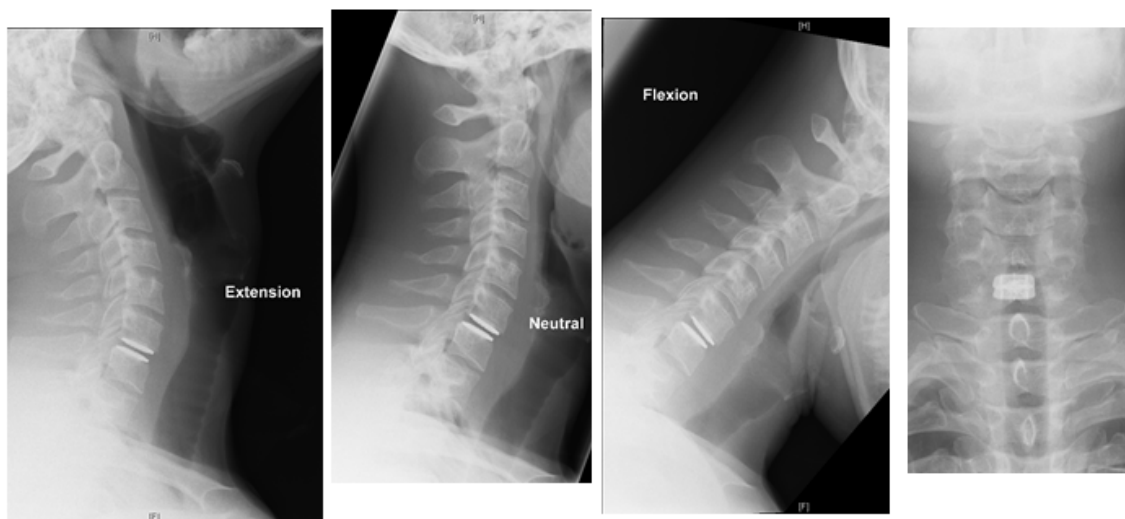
Radiografias com incidência de perfil em extensão, neutro e flexão e incidência ântero-posterior, mostrando a substituição realizada com prótese discal. Imagem reproduzida de <http://www.spinesurgerylondon.com/patient-information/treatments/cervical-spine-surgery/m6-c-artificial-disc-information>
